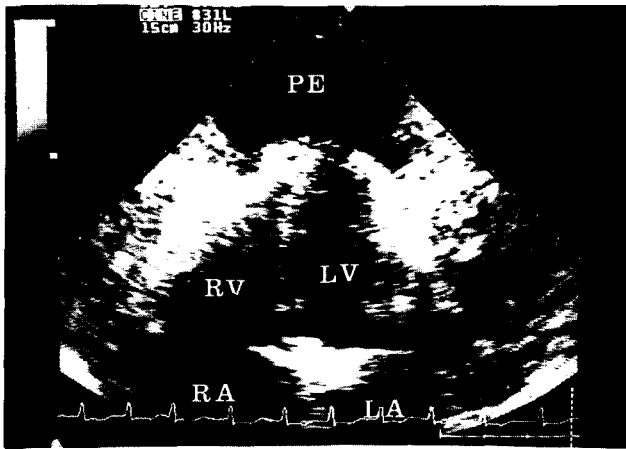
Apical four-chamber image of two-dimensional echocardiogram on admission (case 1) shows a large echo-free space in the apical region.
